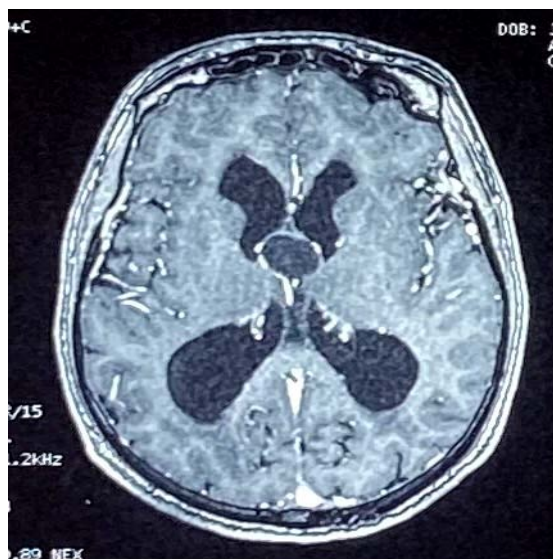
IRM cérébrale du patient numéro 4, coupe axiale injectée qui montre une lésion arrondie du V3 en hyposignal T1 non modifiée par le contraste avec une dilatation des ventricules latéraux.
